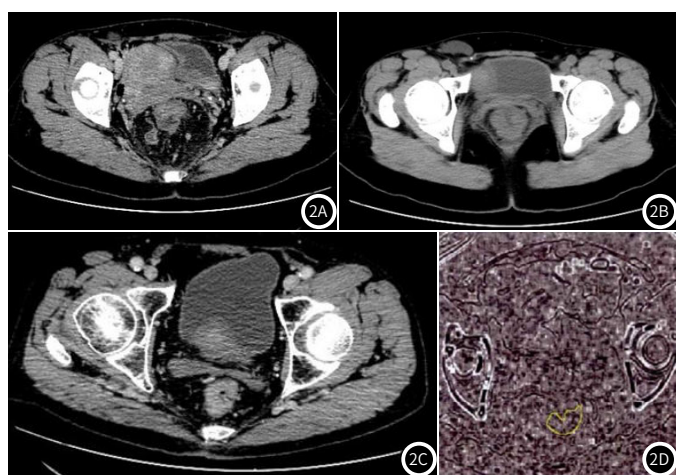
淋巴结转移与未转移患者CT图像对比。2A-2B: 直肠腺癌, 累及浆膜层, 多枚淋巴结转移, 短径8.2mm, 峰度和熵值分别为2.82、8.12; 2C: 直肠腺癌, 累及浆膜层, 无淋巴结转移; 2D: 基于CT图像提取的峰度图像。
